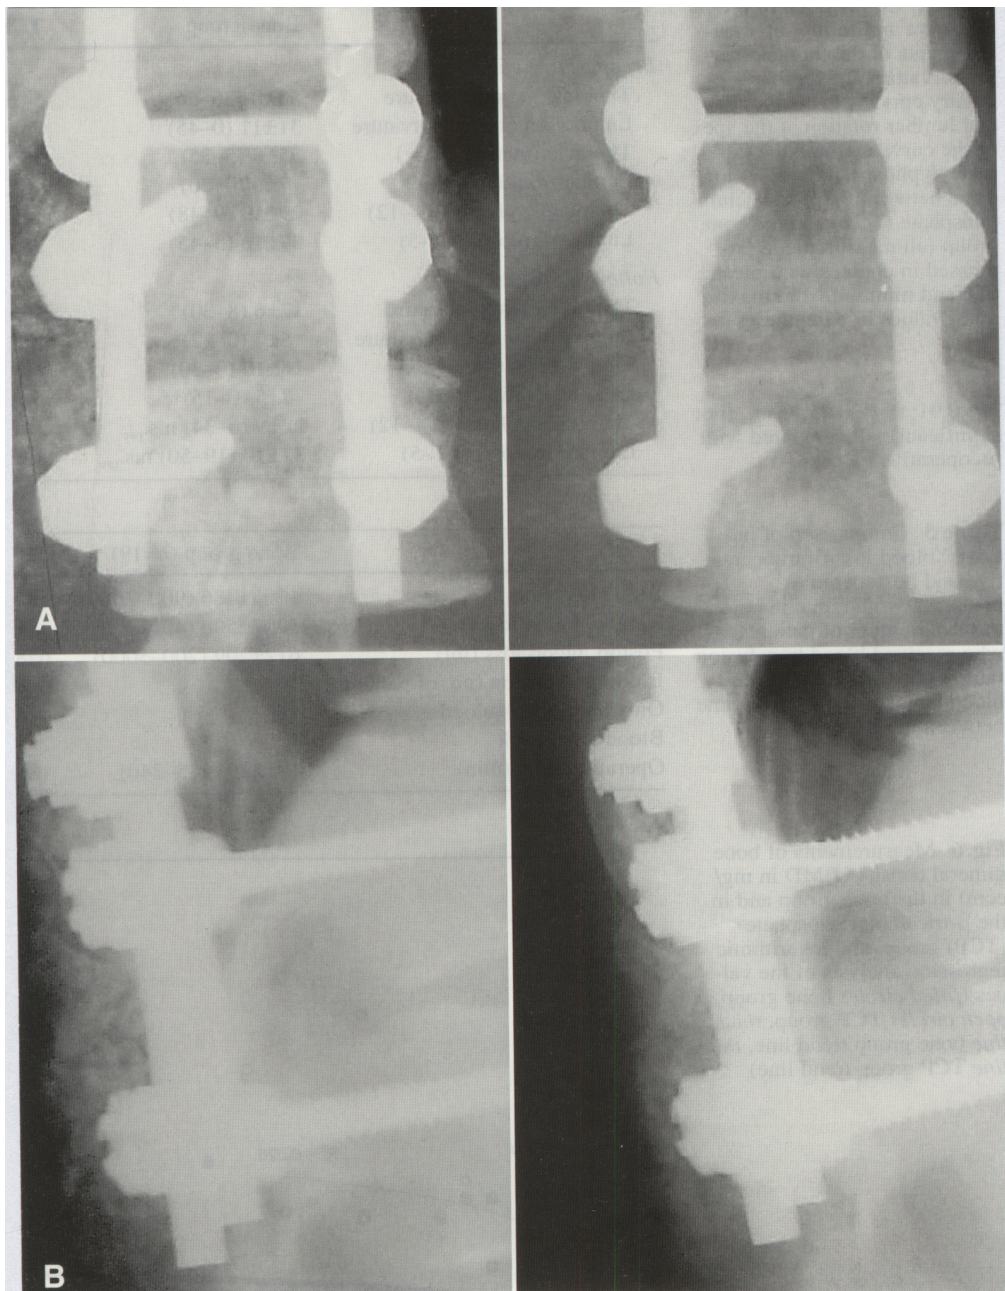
A Anterior-posterior und B laterale Röntgenbilder direkt nach (links) und 6 Monate nach Operation (rechts) zeigen die Resorption des  $\beta$ -Tricalciumphosphats und die Entstehung solider Knochenfusion
